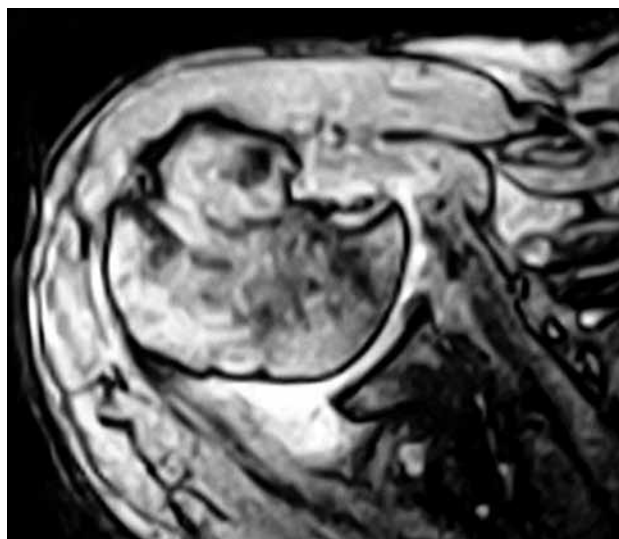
RMN a los 6 meses con buena congruencia articular y cicatrización del tendón del subescapular dentro de la lesión de Hill-Sachs reversa.
